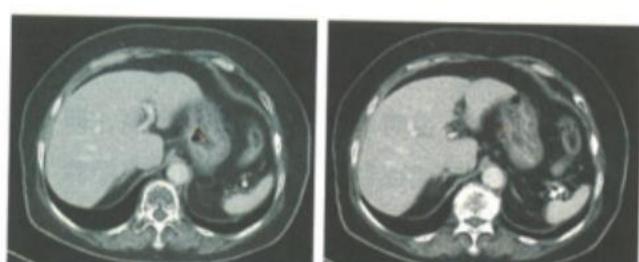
2016年3月22日CT显示胃体高位胃壁变薄，原先增厚的范围缩小（箭头所指处），提示肿瘤被控制
